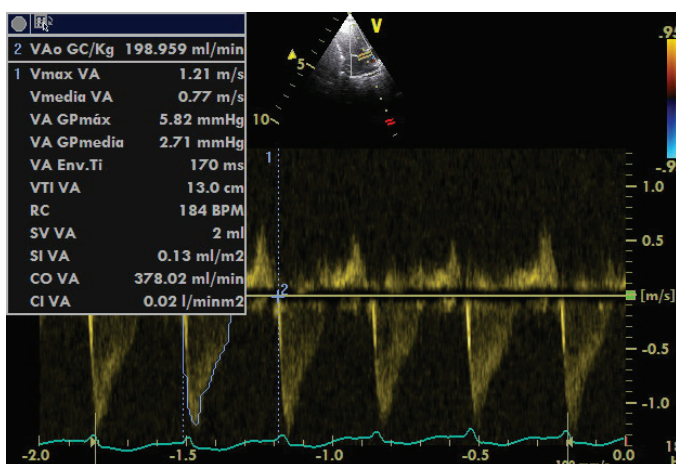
Medida del GCI. Estimación de la velocidad de flujo a través de la Ao en un corte apical 5 cámaras. El volumen de muestra se sitúa justo distal a la válvula aórtica en el centro de la misma. Se mide con Doppler pulsado la velocidad de flujo a través de la Ao y por planimetría se traza la onda de la velocidad de flujo sistólico. Así se calcula la integral de la velocidad en el tiempo que en este caso es de 0,13 m. El cálculo del GCI con un diámetro de la Ao de 4,35 mm (Figura 3) fue de 198 cc/kg/min.
